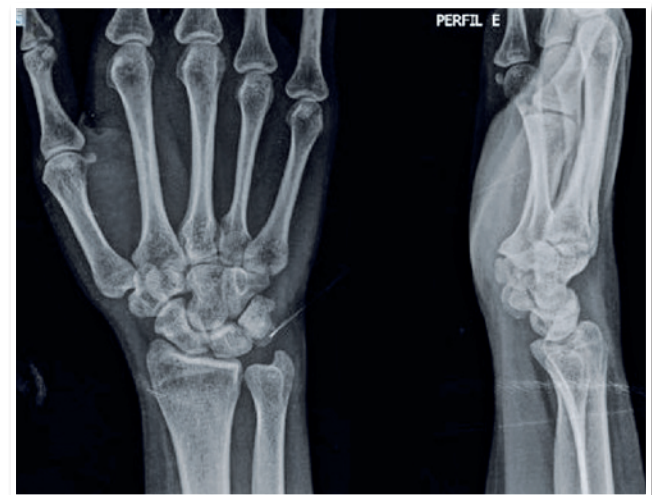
Radiografias frente e perfil do punho esquerdo
